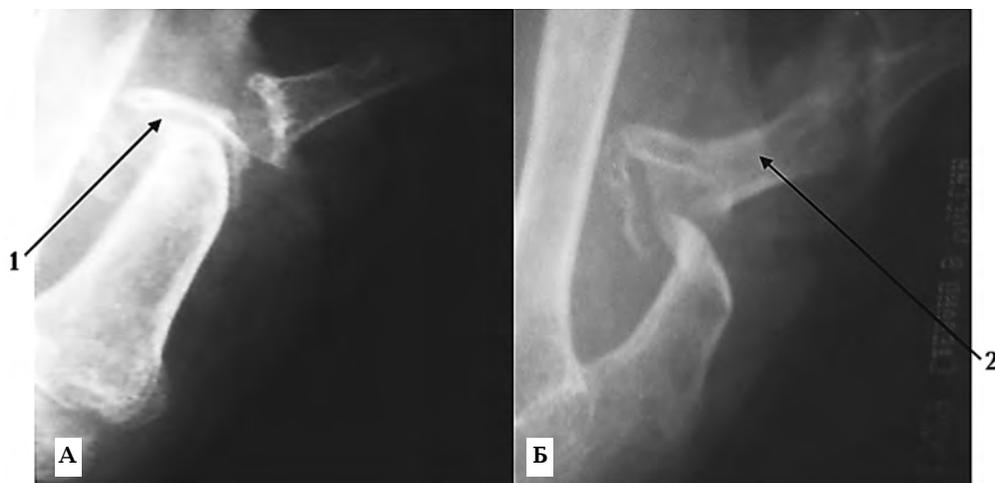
Рентгенограми хворої до оперативного втручання (А) та через три роки (Б)
